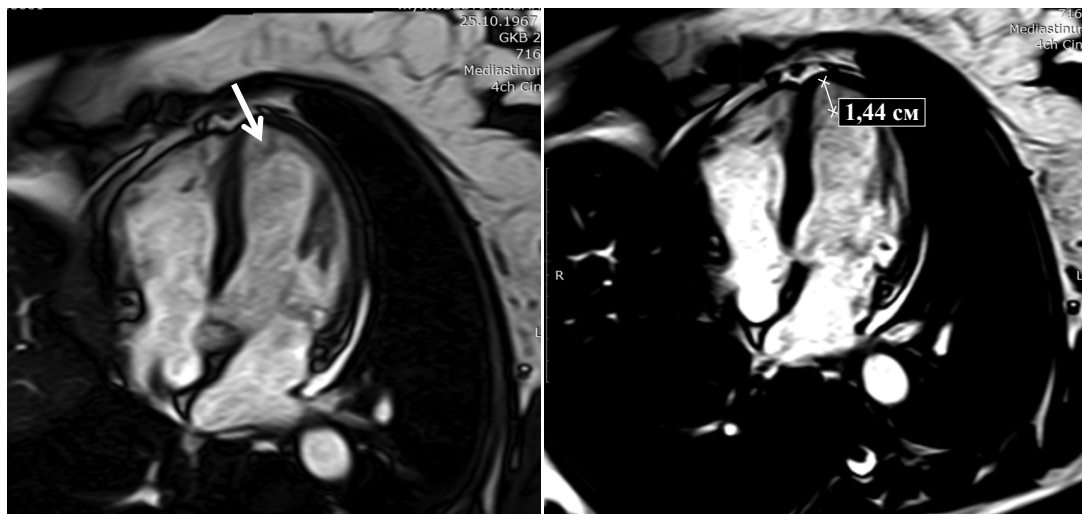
МРТ сердца. В 4-камерной проекции определяется локальная повышенная трабекулярность стенки левого желудочка в области верхушки с переходом на межжелудочковую перегородку (отмечено стрелкой)
